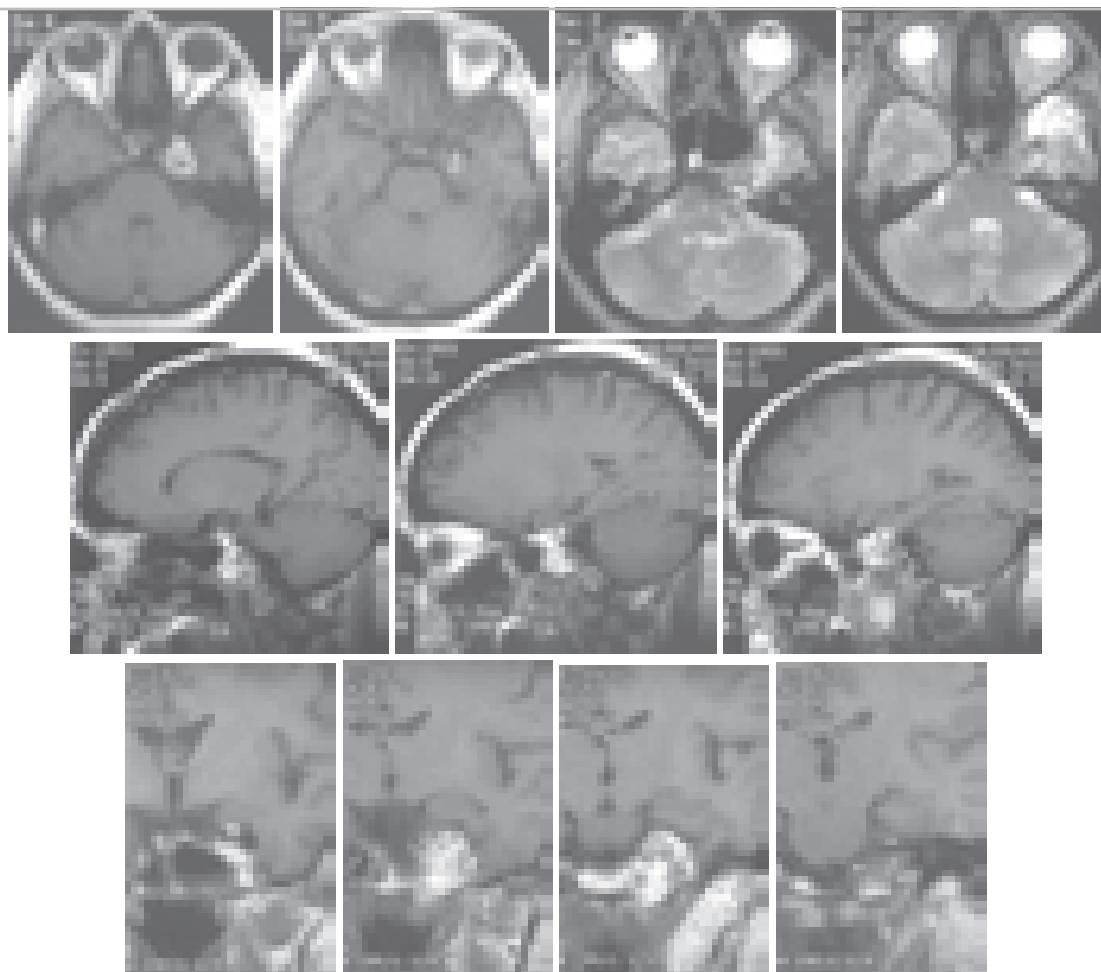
T1 взвешенные МРТ головы в аксиальной, сагитальной и фронтальной проекции. Больная Б-ва. 2007 год. Через 28 лет с момента проведения операции – удаления хордомы основания средней черепной ямки слева.
